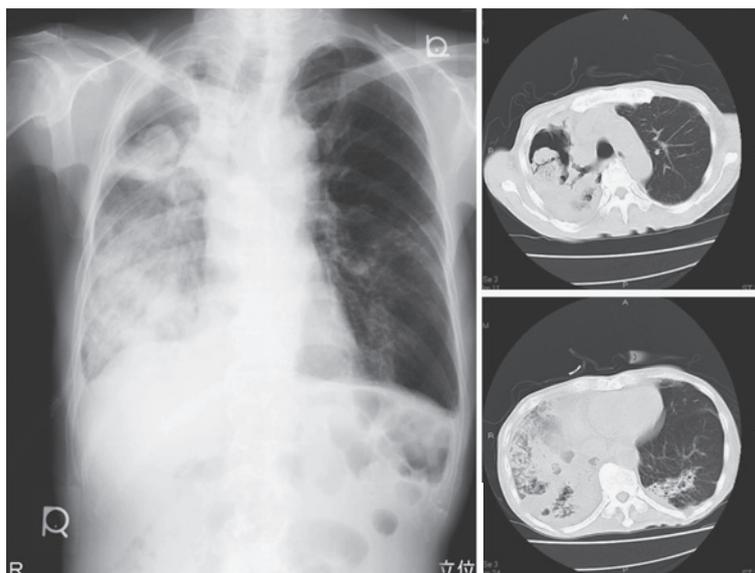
Chest radiography and CT scan on admission show a fungus ball and consolidation around a cavity in the right lung.
